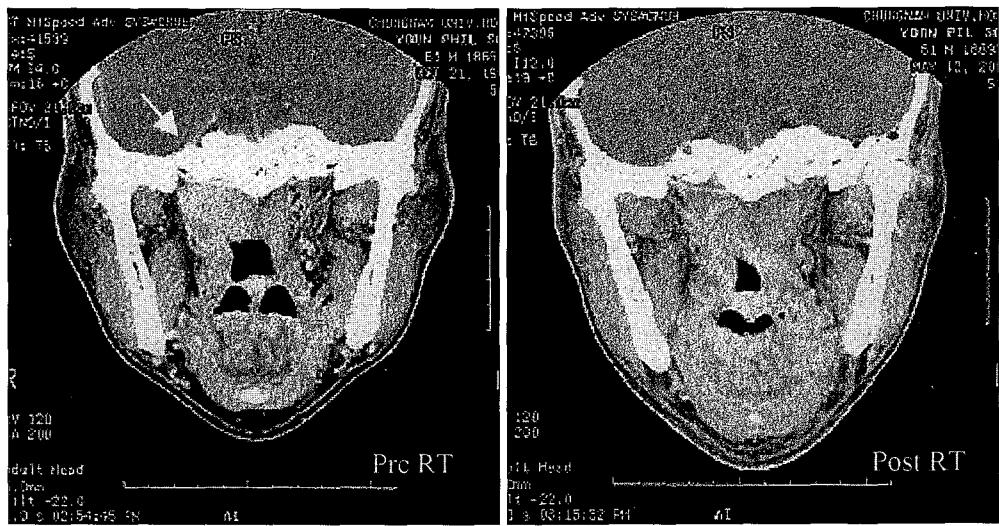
61-year-old male with nasopharyngeal carcinoma was treated conventional radiotherapy followed by 3D conformal radiotherapy. Following radiotherapy, there was no residual carcinoma on follow-up CT at 3 months after conformal radiotherapy.
